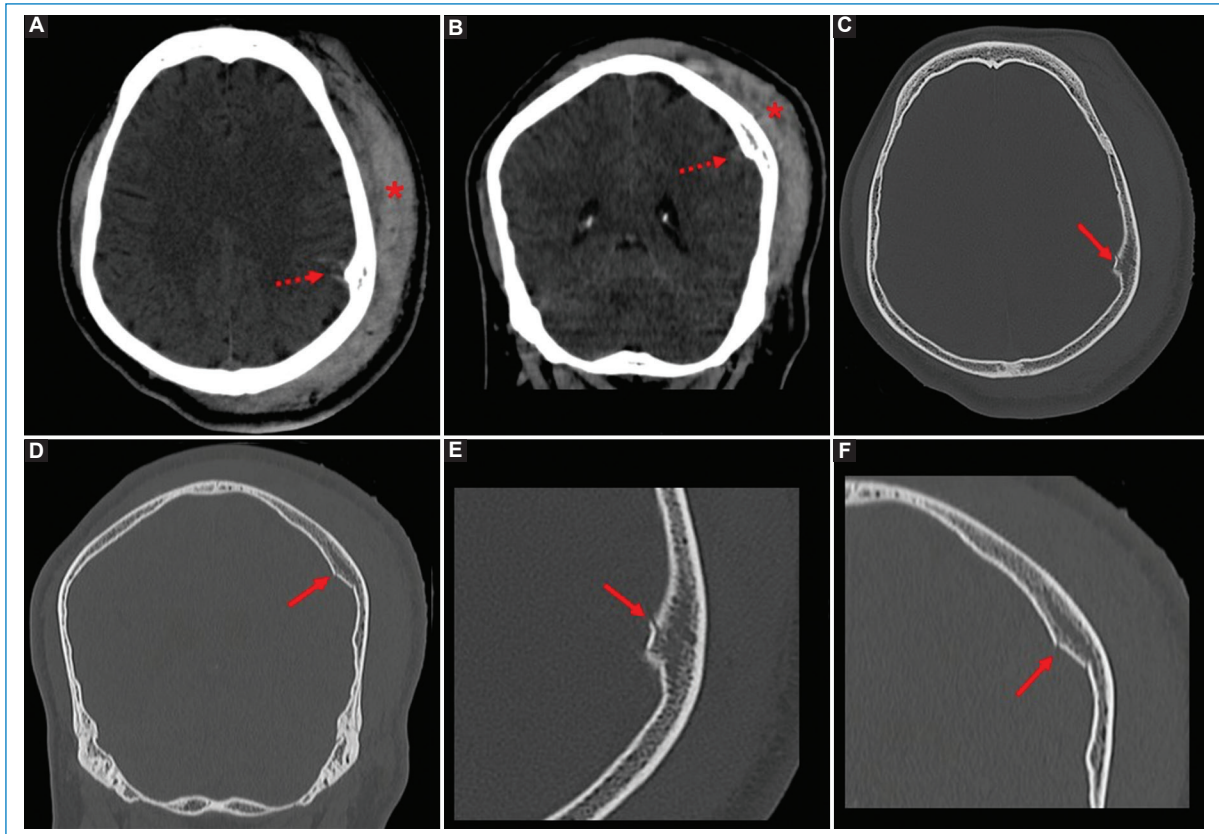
TC de cráneo simple. En ventana de cerebro (A y B) se observan un hematoma subgaleal extenso fronto-parieto-occipital izquierdo (asterisco) y tractos lineales de hemorragia subaracnoidea en los surcos de la convexidad del lóbulo parietal (flecha discontinua). En ventana ósea (C y D) y en magnificación (E y F) se señala la fractura multifragmentaria deprimida de la tabla interna del hueso parietal.
